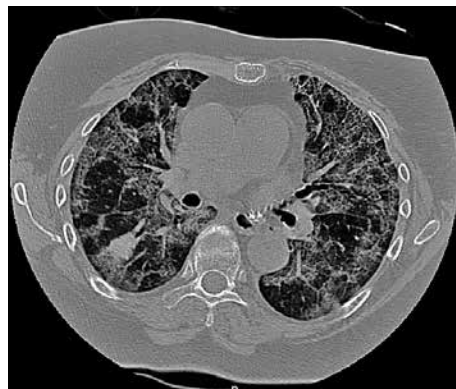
КТ ОГК хворої Г. під час COVID-19 (грудень 2021 р.). Двобічна полісегментарна пневмонія
